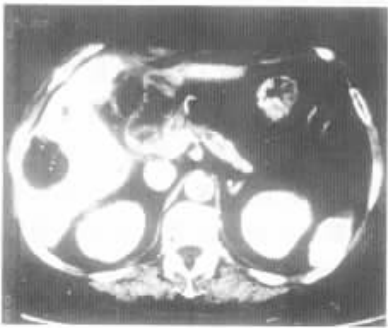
腹部 CT 增强扫描示:肝右后叶低密度囊肿,内见气体影,囊壁轻度强化,外围见水肿带。为脓肿的典型表现。同层面见转移病灶,碘油沉积良好。
